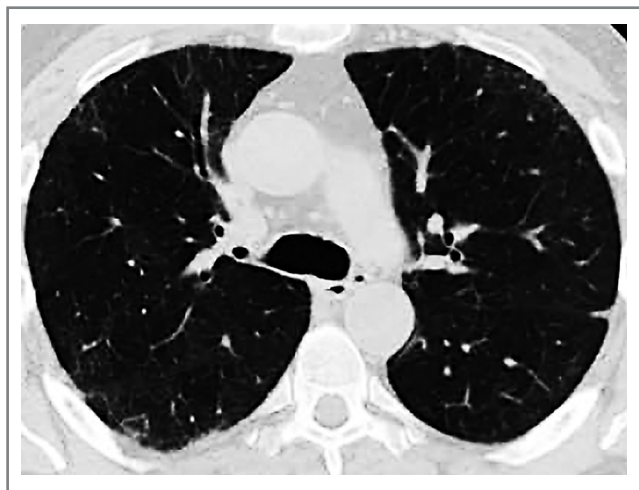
КТ грудной клетки пациента от 10.10.2021.
